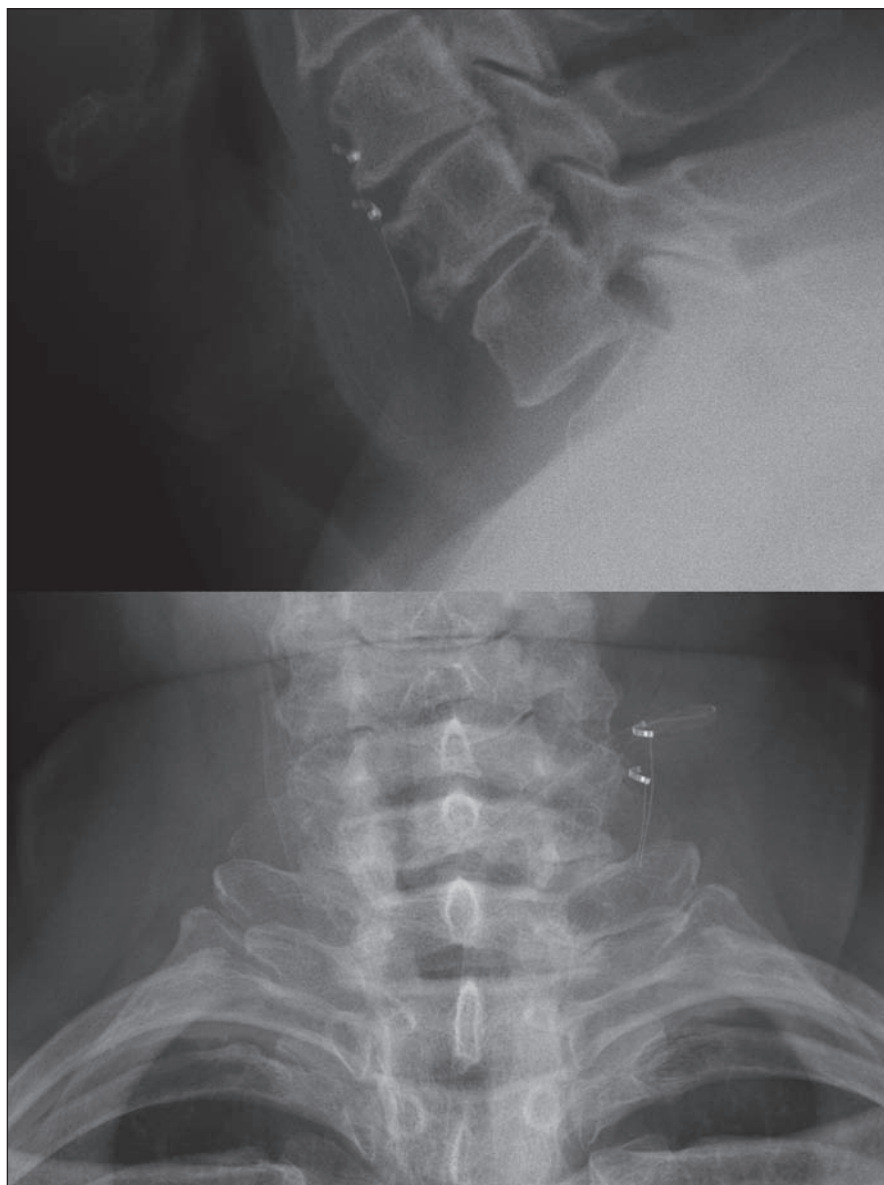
The remainder of the electrode left on the vagal nerve. Lower anchor is only for fixation and is from X-ray non-contrast material.
